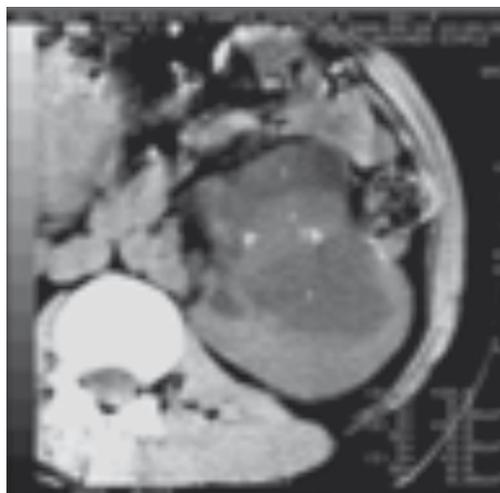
Tomografía renal con tumor sólido.
